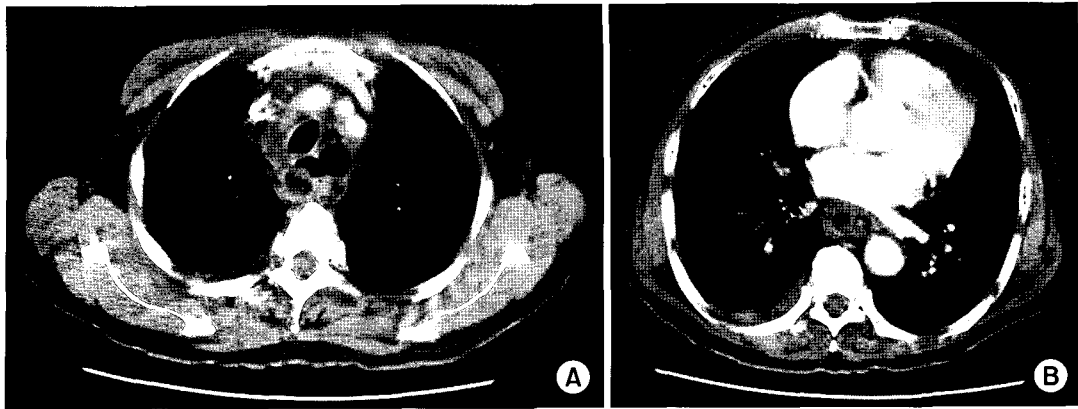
Preoperative chest computerized tomography scan at the upper (A) and lower (B) thoracic esophagus. Abnormal air-bubble shadow and fluid density in the esophageal wall (A) and diffuse circumferential thickening of the esophagus (B) are shown.
